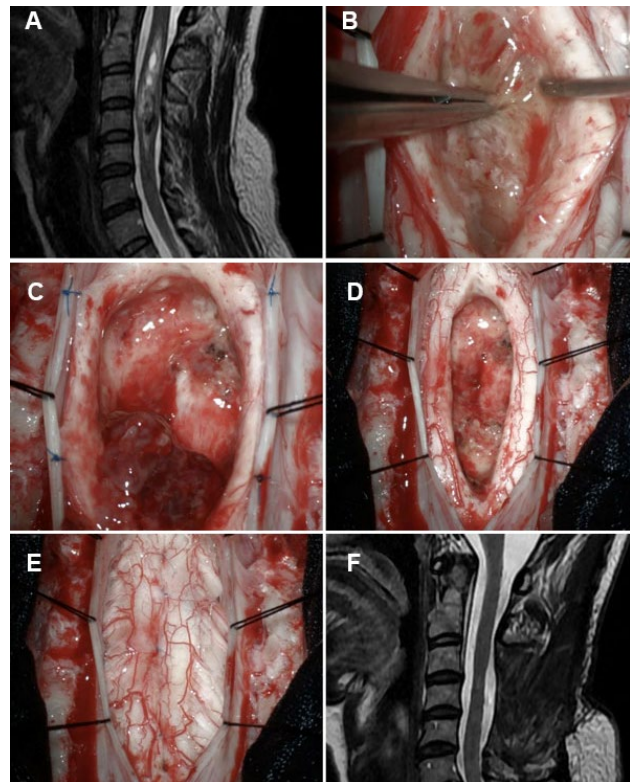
Tumor intradural-intradural, C2-C4, ependimoma. A) RM prequirúrgica. B-E) Hallazgos intraoperatorios. F) RM postquirúrgica.
